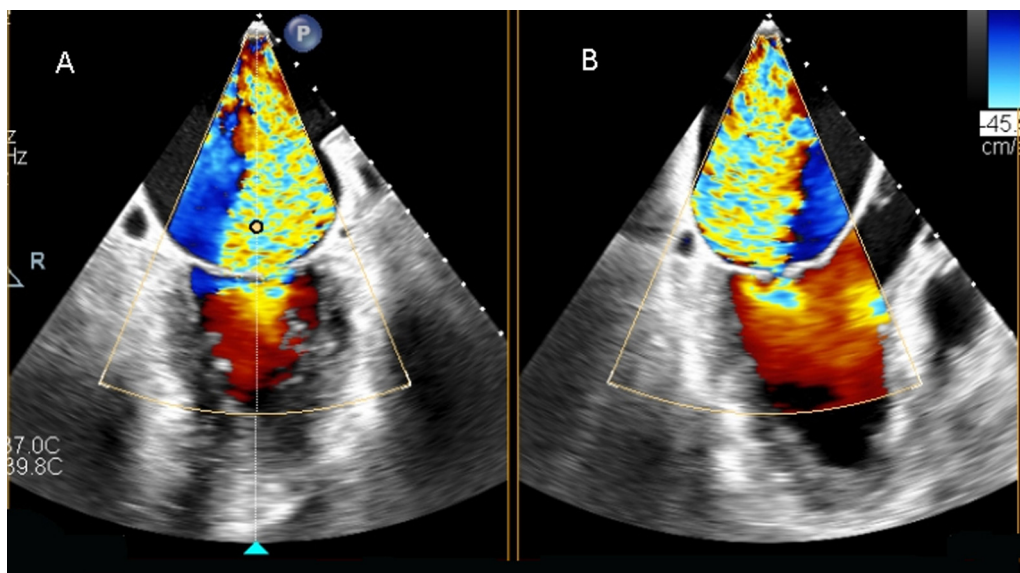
Ecografía transesofágica con Doppler color. A: plano bicomisural con regurgitación mitral masiva. B: plano ortogonal mostrando el tracto de salida del ventrículo izquierdo.
